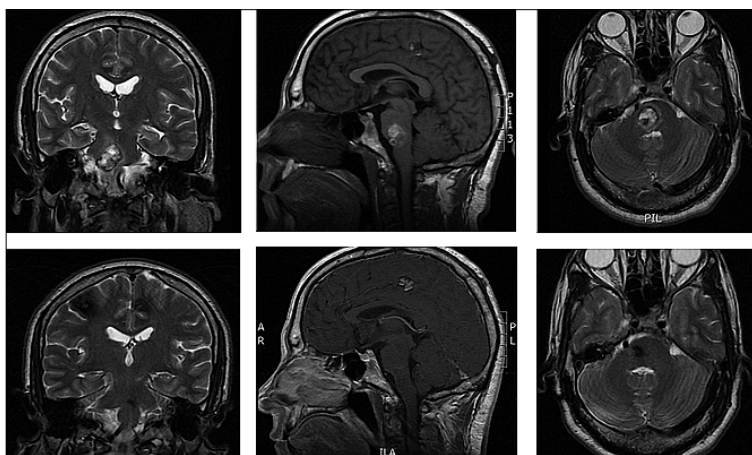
Paciente 7: Resonancias pre y postoperatorias según descripción en el texto.
